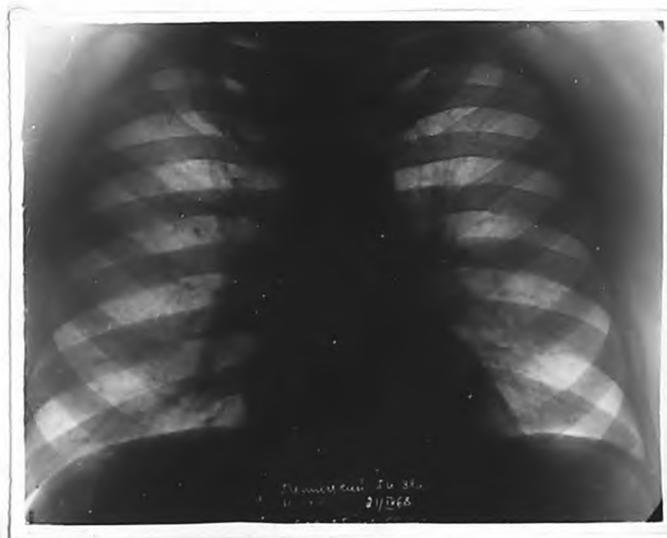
Рентгенограмма 6-го Т-го
